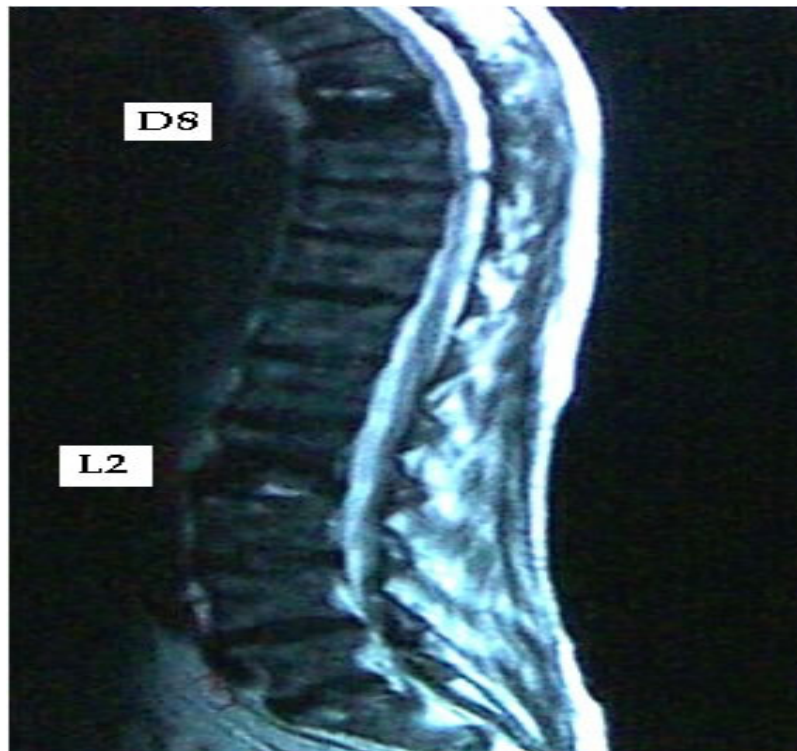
Resonancia Magnética Nuclear de columna. Se aprecian aplastamientos en D8 y L2.¹⁰
